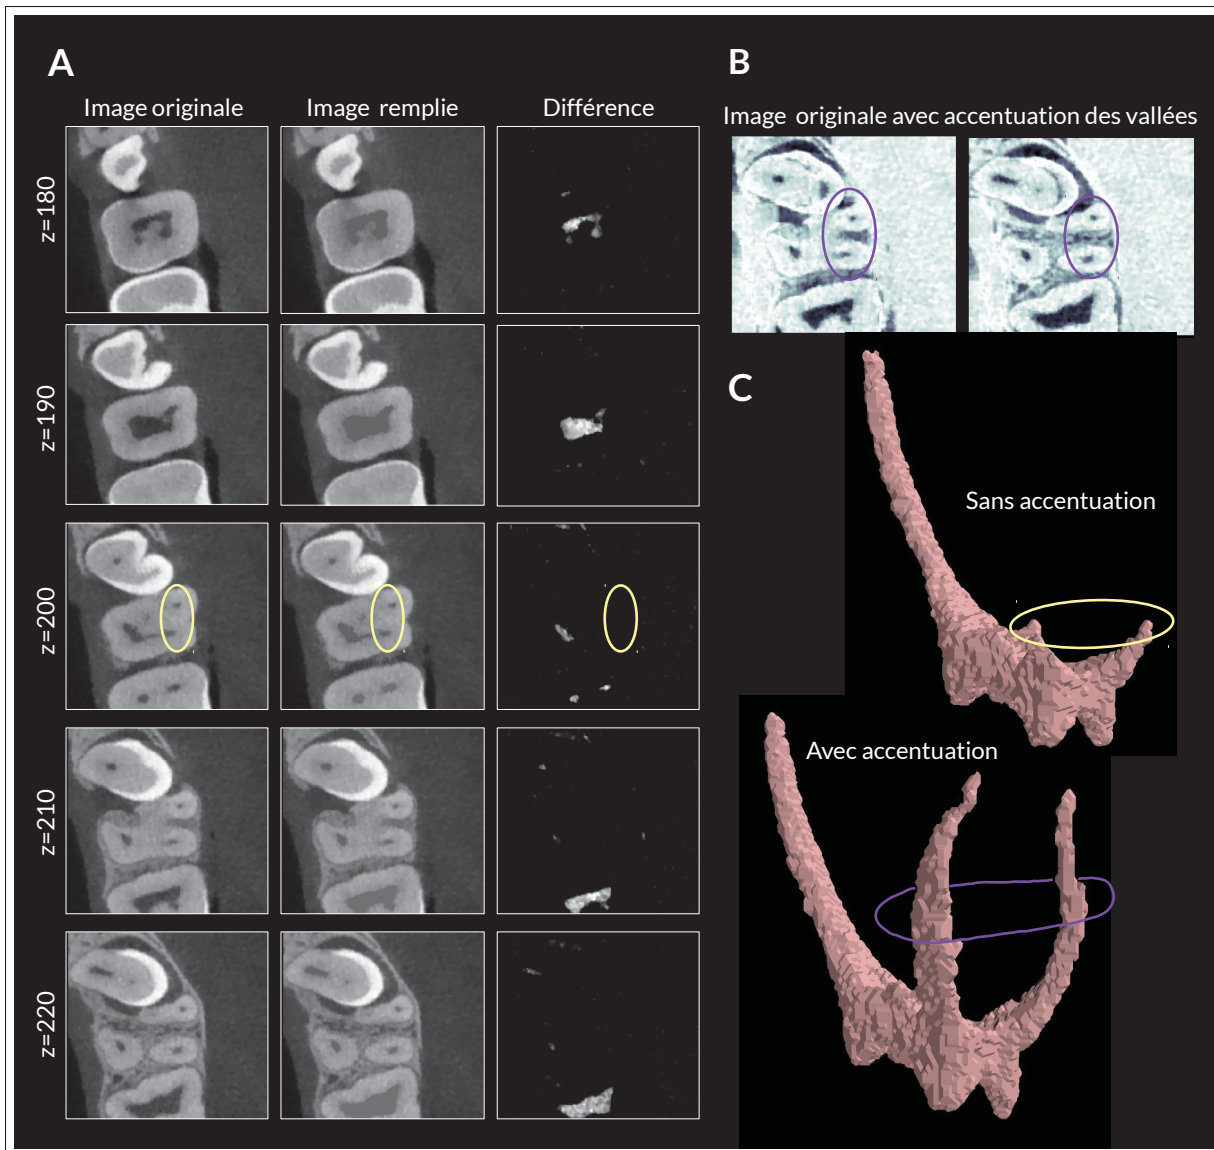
Principes de l'algorithme de détection automatique de la pulpe dentaire. (A) Le remplissage de l'image par des opérations de reconstructions morphologiques suivi d'une soustraction de l'image originale permet de mettre l'accent sur les zones sombres (trous) de l'image. Le faible contraste des images *CBCT* cause inévitablement une perte de signal dans les zones minces de la pulpe (contour jaune). (B) L'accentuation des vallées par ouverture morphologique permet d'augmenter considérablement le contraste des vallées de l'image. (C) L'utilisation de l'image avec accentuation des vallées bonifie la détection de la pulpe.
